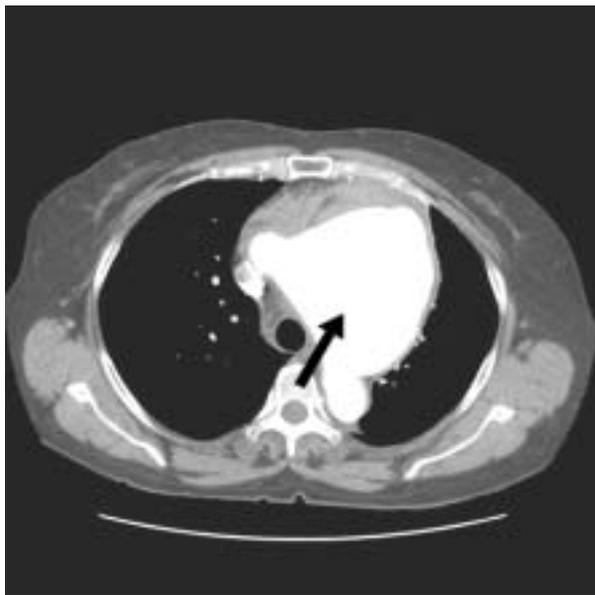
Tomografía axial computada de tórax con corte a través del aneurisma aórtico (flecha).
